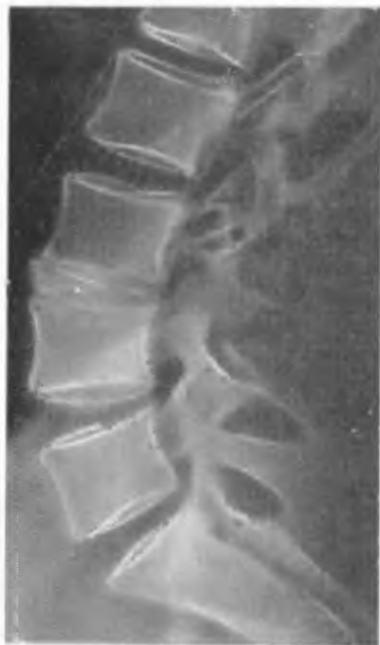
Рентгенограмма больного И. через 8 мес после операции переднего спондилодеза L<sub>3-4</sub> при помощи ультразвуковой сварки.
